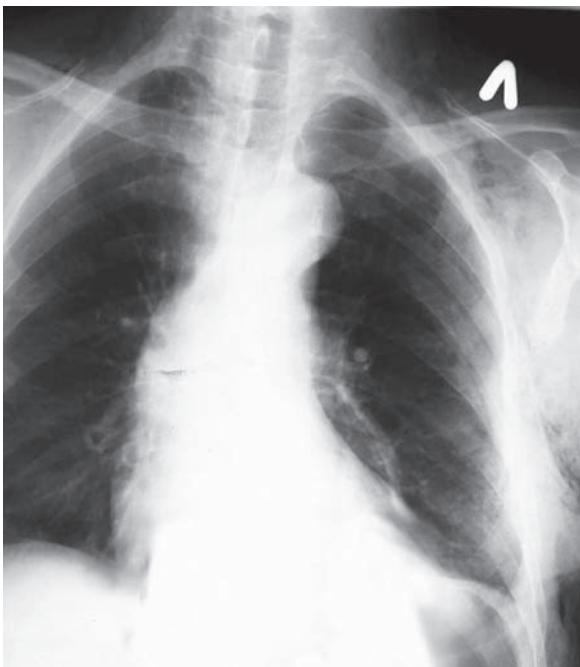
Обзорная рентгенограмма грудной клетки пациента К. со спонтанным разрывом наддиафрагмального отдела пищевода. Гидропневмоторакс слева
